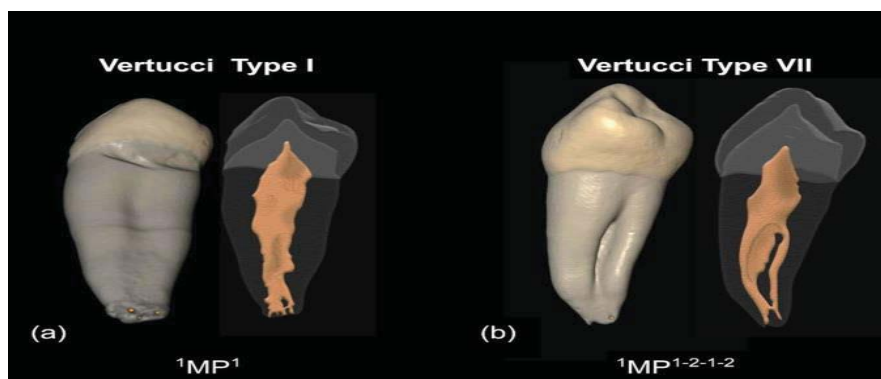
Imágenes de micro-TC (a) Raíz grado 0 de ASUDAS, tipo I de Vertucci; abajo, criterio de Ahmed 1MP1 y la presencia de un delta apical. (b) Raíz grado 3 de ASUDAS, Tipo VII de Vertucci; abajo, criterios de Ahmed 1MP1-2-1-2 y la presencia de un canal en forma de C en el tercio medio de la raíz. (58)
